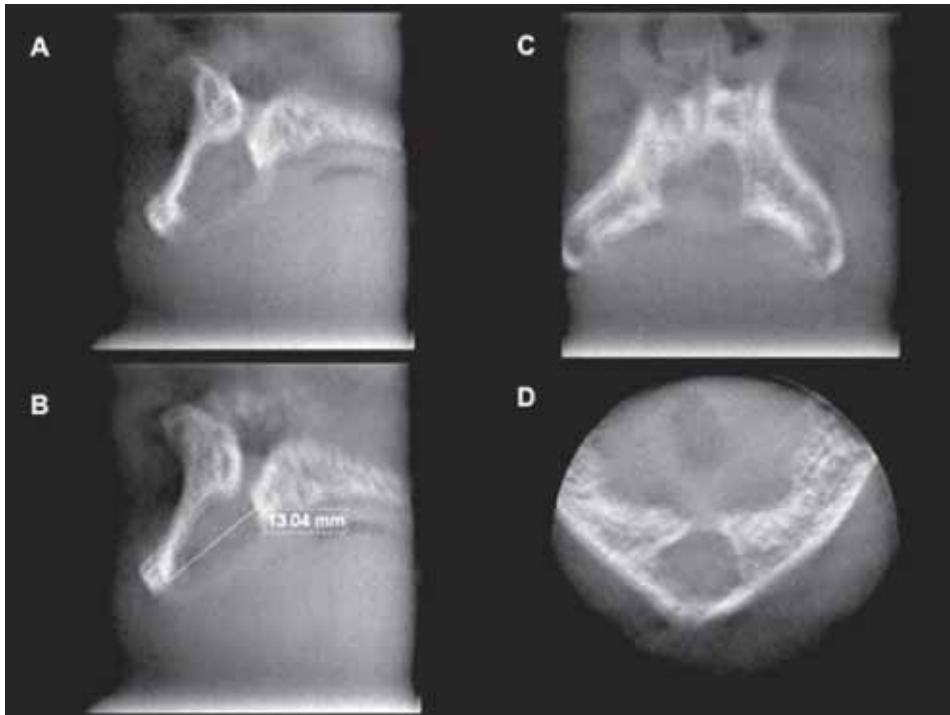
Darstellung einer nasopalatinalen Zyste bei einer 74-jährigen Patientin anlässlich einer Fokussuche und -sanierung vor Aortenklappenersatz (gleiche Patientin wie Abb. 3) mittels digitaler Volumentomografie (DVT). A) Sagittalebene mit Darstellung des Canalis incisivus; B) Sagittalebene mit Darstellung des Canalis incisivus sowie Abmessung der Zystendimensionen; C) Frontalebene; D) Horizontalebene.
